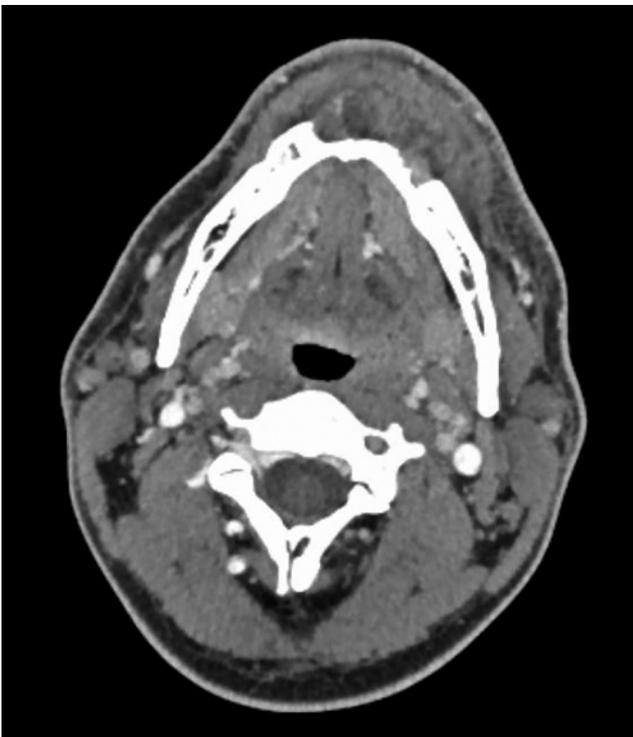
Компьютерная томограмма. Аксиальный срез. Деструкция кортикальной пластинки нижней челюсти
